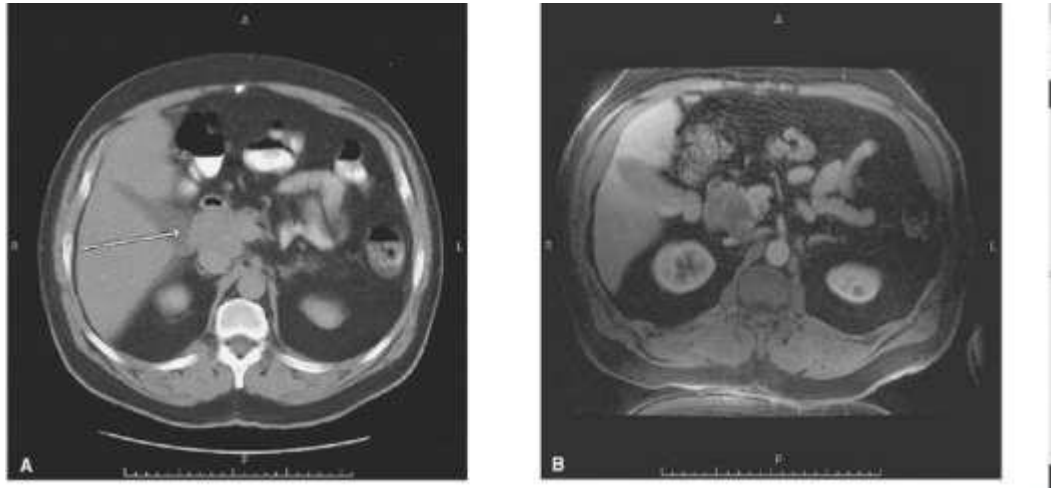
А – на КТ визначається збільшений жовчний міхур, який при наявності обтураційної жовтяниці вказує на наявність злоякісного новоутворення (ознака Курувуазьє). В – МРТ менш показова за КТ, візуалізована пухлина, що розташована спереду та медіально від правої нирки
